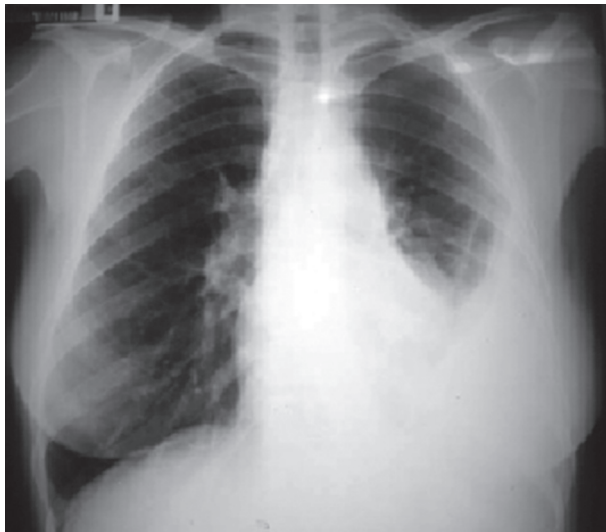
Рентгенограма ОГП у прямій проекції хворої Б.
